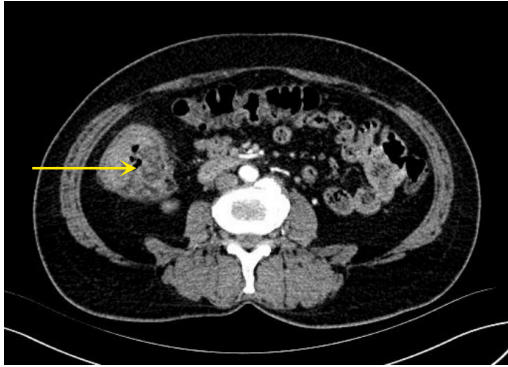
术前腹部CT平扫+增强显示:回盲部巨大分叶状肿块,占据2/3肠腔
